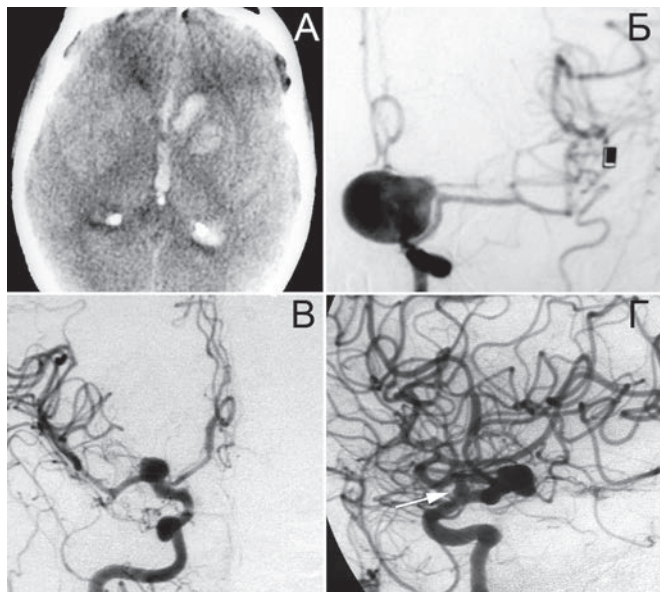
Билатеральная аневризма ВСА. А — КТ головного мозга сразу после кровоизлияния: визуализируется скопление крови в желудочках и небольшая гематома в проекции аневризмы левой ВСА. Б — левосторонняя каротидная селективная ангиография: контрастируется гигантская параклиноидная аневризма левой ВСА; В-Г — правосторонняя каротидная ангиография, визуализируется аневризма бифуркации ВСА и маленькая аневризма в области устья глазной ВСА (указана стрелкой), обнаруженная на операции.
